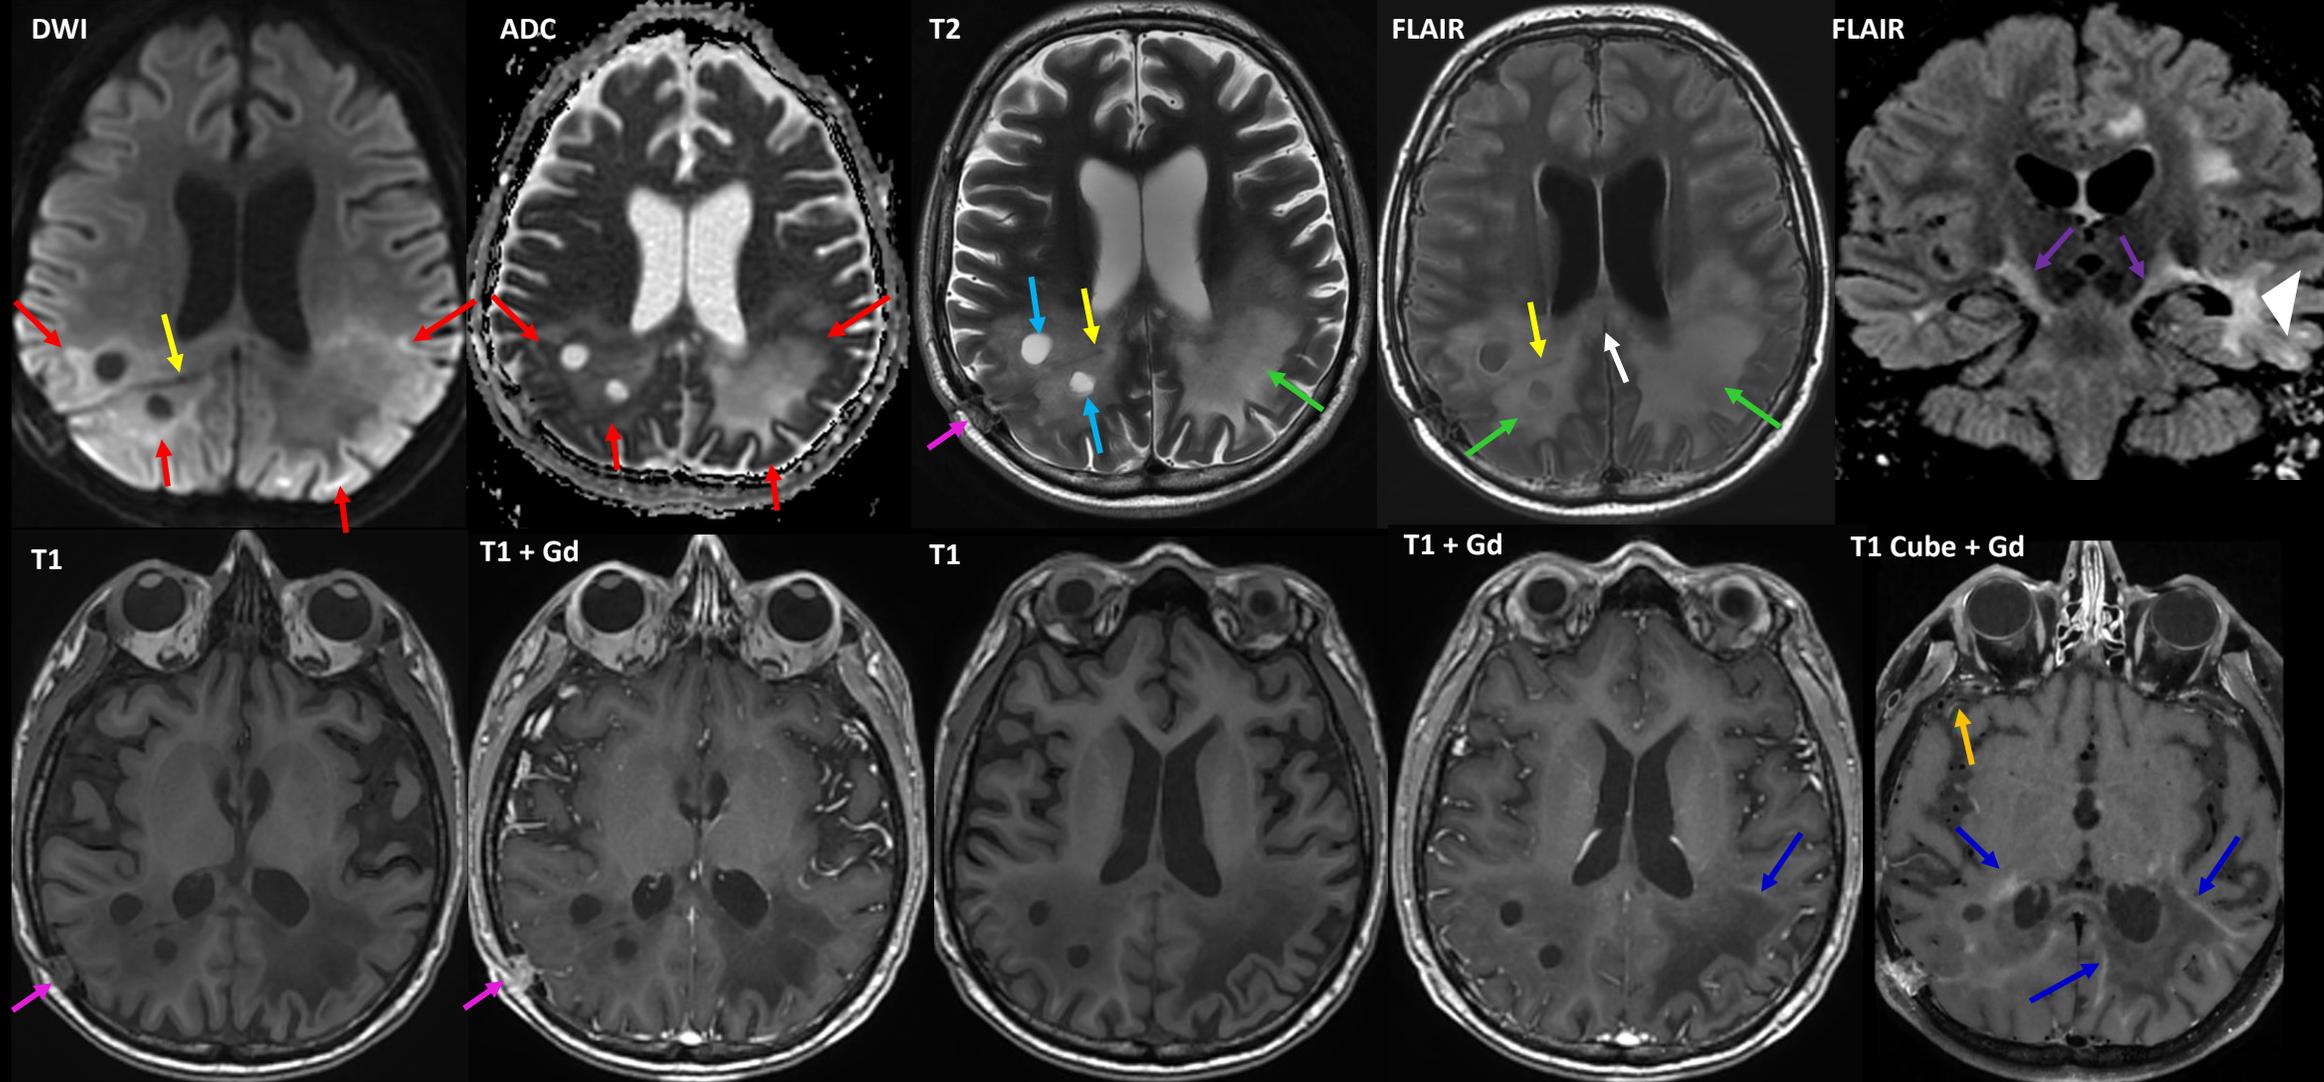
RM de encéfalo con contraste EV actual (axial, coronal). Mayor extensión de la hiperseñal en FLAIR/T2 de la sustancia blanca periventricular y subcortical parieto-occipital bilateral (verde) y fronto-temporal izquierda (cabeza de flecha) con compromiso del esplenio del cuerpo calloso (blanco). Presenta en algunos sectores, restricción en DWI, predominantemente periférica (rojo), en relación a áreas de desmielinización activa, siendo más evidente a nivel parietal izquierdo. Dicha alteración se extiende comprometiendo los haces corticoespinales por brazo posterior de la capsula interna en forma bilateral (violeta) y tronco. Tras la administración de contraste EV, se visualiza refuerzo lineal (azul) en topografía biparietal, ligeramente interno al área restrictiva, siendo más acentuado en secuencia T1 CUBE sangre negra post gadolinio (protocolo pared vascular). En esta última secuencia, también se reconoce realce excéntrico de la pared vascular del segmento M2 derecho (naranja). Cambios morfológicos visualizados por foramen de trepano parietal derecho (rosa), subyacente al cual se observa trayecto secuelar de abordaje quirúrgico(amarillo). En las adyacencias al trayecto, se reconocen dos imágenes de aspecto quístico del lado derecho (celeste).
